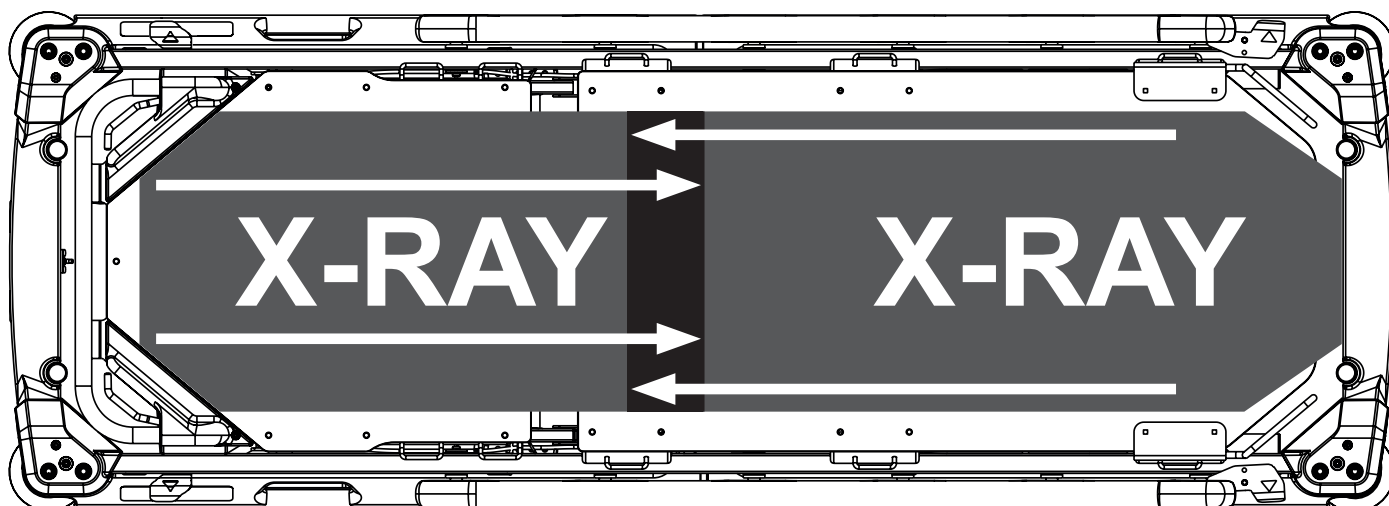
Cobertura da radiografia sob o encosto e sob o encosto da coxa (Sprint 100 com biplataforma de colchão)
